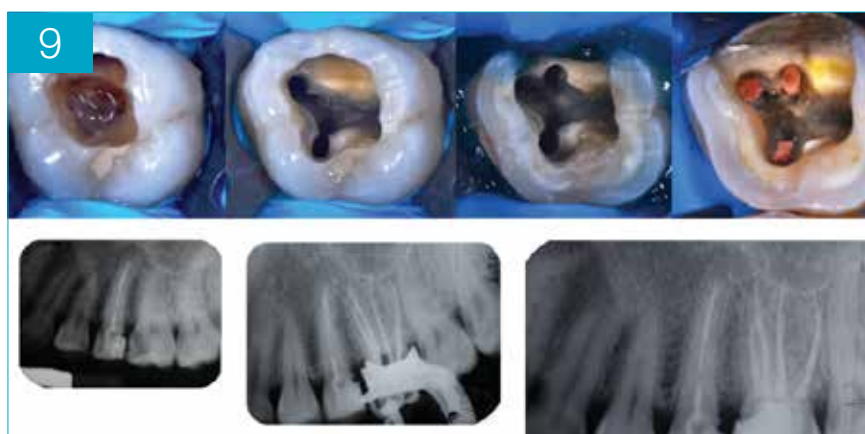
Caso 2: terapia endodontica del 2.6 e controlli radiografici
